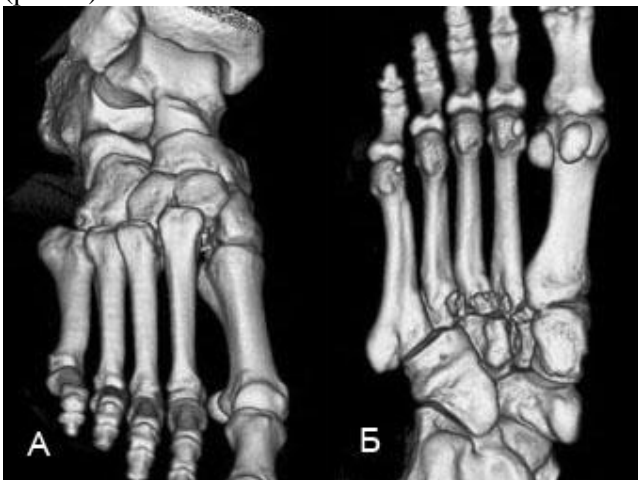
Трехмерная реконструкция при КТ: А – вид с тыльной поверхности; Б – вид с подошвенной поверхности стопы
